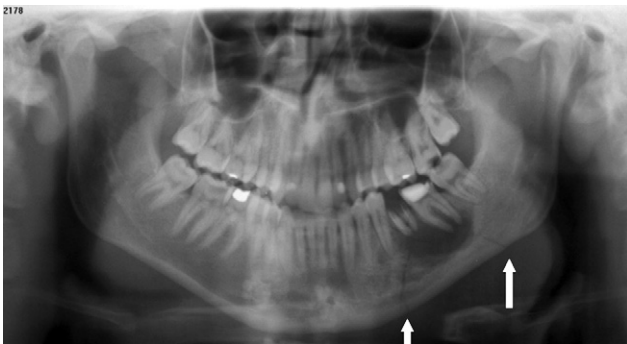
Orthopantomogramme montrant la double fracture mandibulaire gauche.
